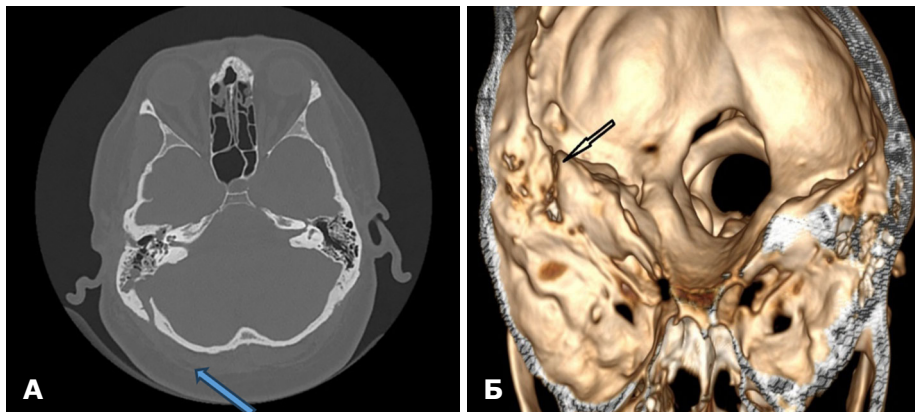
МСКТ скроневих кісток пацієнта: А — аксіальна проєкція в кістковому вікні; Б — 3D-реконструкція. Стрілками вказано лінію перелому піраміди правої скроневої кістки з виразним діастазом уламків
